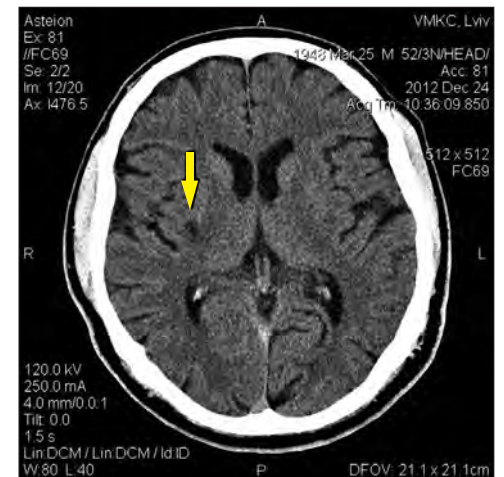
Комп'ютерна томограма головного мозку пацієнта Ш.
